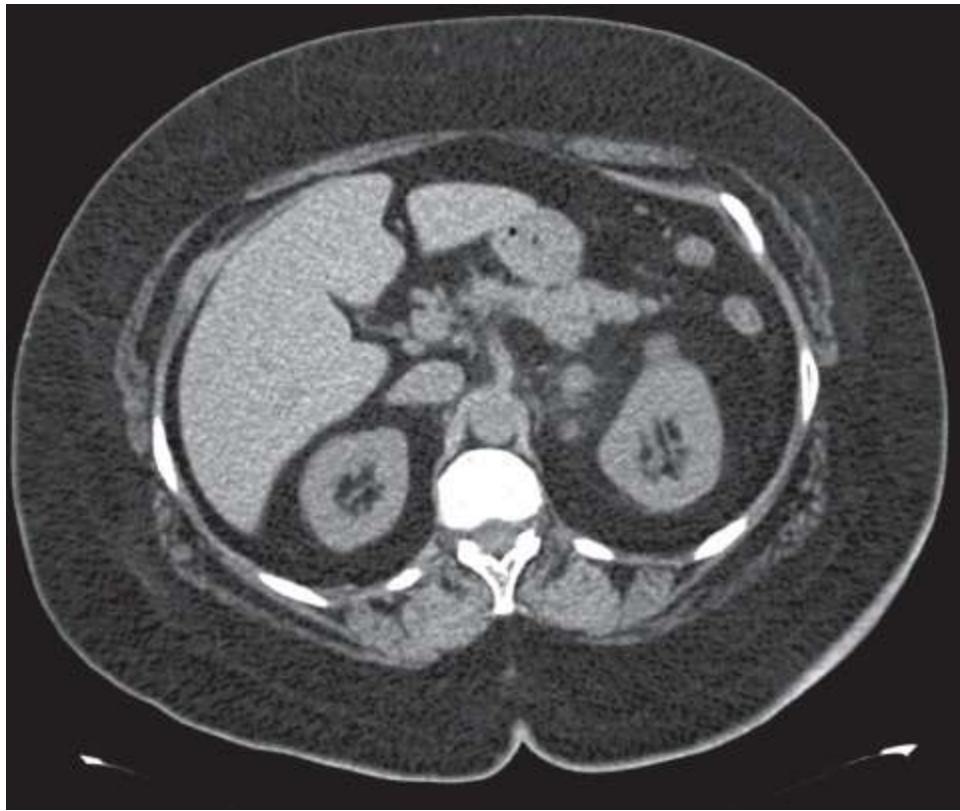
Imagem de tomografia computadorizada de abdome de um paciente obeso evidenciando maior separação das estruturas abdominais pela gordura intracavitária.
